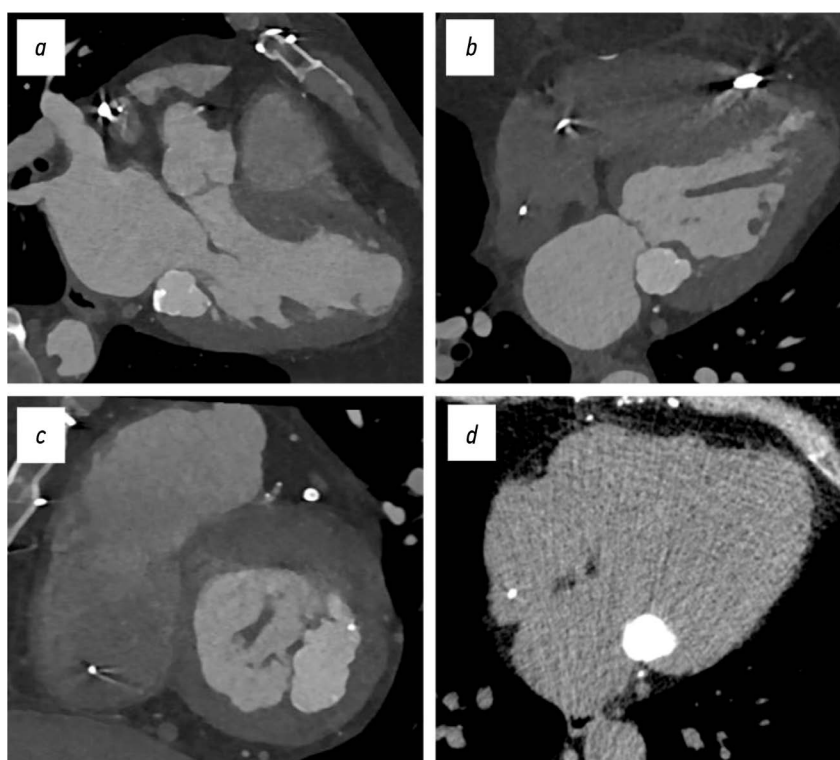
Компьютерная томография сердца с ЭКГ-синхронизацией — клинический случай 1: *a–c* — с контрастным усилением в «костном окне»; *d* — без контрастирования в «мягкотканном окне»; подклапанный казеозный кальциноз задней створки митрального клапана: *a* — трёхкамерный вид; *b* — четырёхкамерный вид; *c* — изображение по короткой оси на уровне митрального клапана; *d* — аксиальная проекция.
